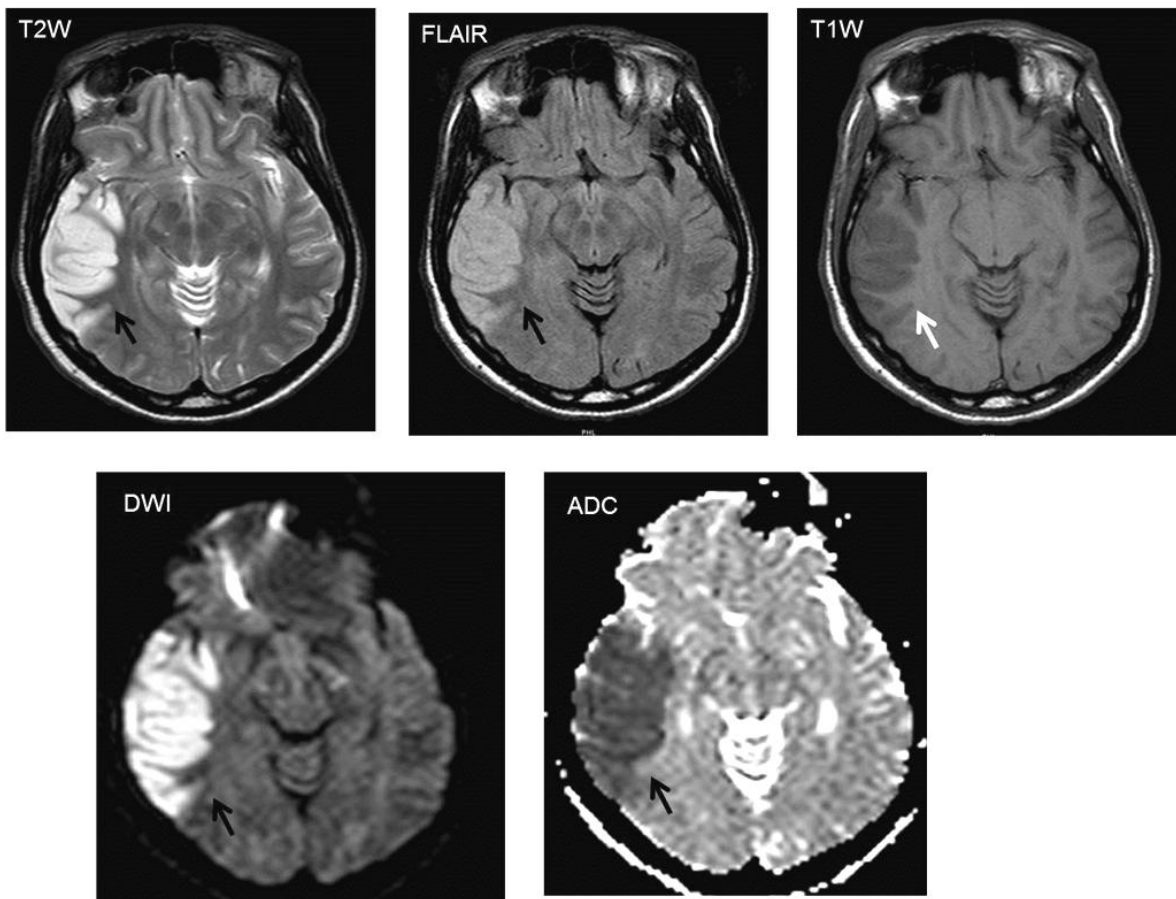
ECV agudo de ACM derecha. Se evidencia en las diferentes secuencias un área correspondiente al territorio vascular de la ACM derecha (flecha negra), hiperintensa en T2W y FLAIR e hipointensa en T1W, que restringe en la imagen de DWI y es positiva en el mapa ADC. Imagen archivo F.C.I
